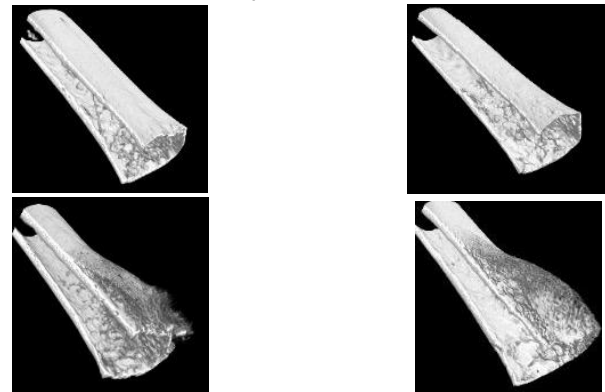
Analisi del rimodellamento osseo in topi WT e *Ptx3^{-/-}* infettati con SA (o trattati con PBS) a 14 dpi. (a) Immagini rappresentative dei volumi ossei acquisiti mediante micro-CT.
